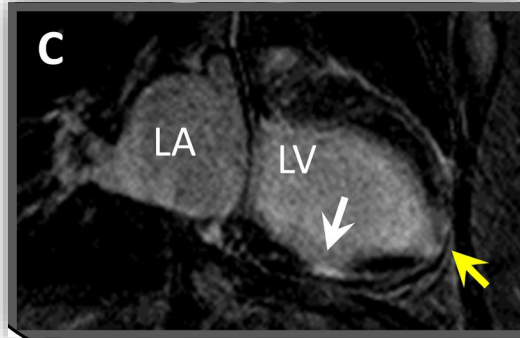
RMN cardiaca. Secuencia de contraste tardío. Realce de contraste en segmento medio de la cara inferior. Flecha amarilla: aneurisma apical con realce. Plano dos cámaras.
